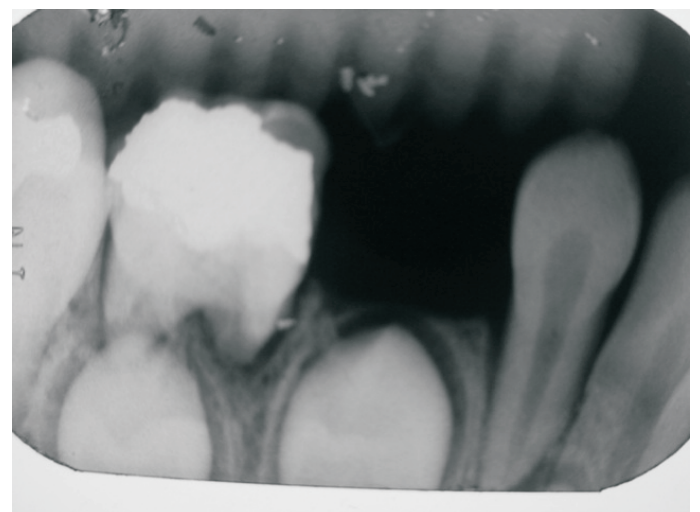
Radiografia de um segundo molar decíduo com pulpotomia com CTZ realizada há 20 meses, mostrando características de normalidade, exceto por uma discreta fratura de estrutura dentária na superfície distal. Evidencia-se a importância de se ter evitado a extração precoce desse dente, antes da irrupção do primeiro molar permanente.
